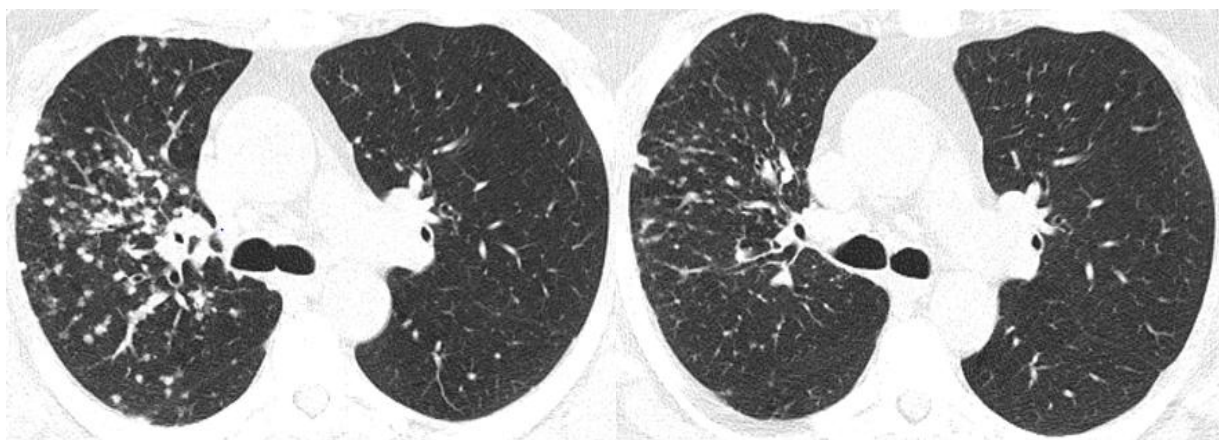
КТ ОГП хворої Т., саркоїдоз органів дихання II стадії. Ліворуч – до початку лікування (щільність паренхіми -783 HU), праворуч – після 3-х місячної
